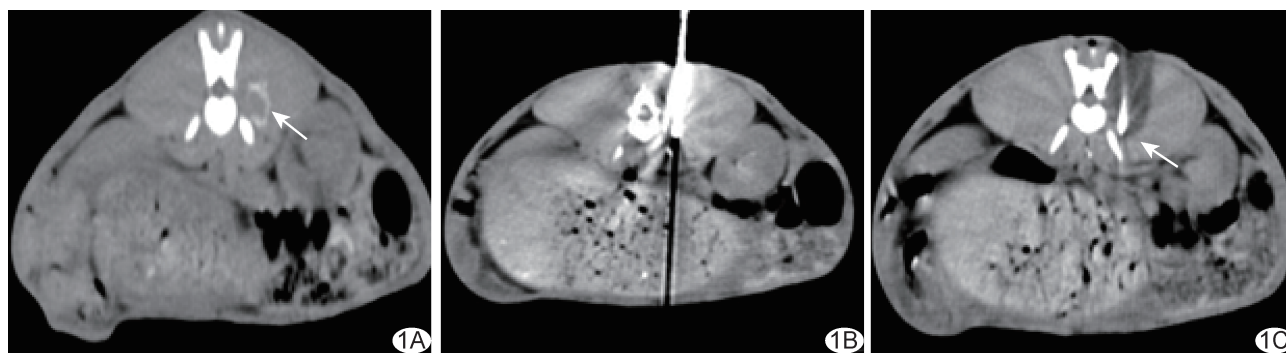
CA治疗兔VX2椎旁肿瘤 A.轴位平扫CT图示椎旁右侧肿瘤(箭);B.将CA针刺入靶区;C.完成消融后复查轴位平扫CT图示冰球完全覆盖病灶(箭),与硬膜囊相邻而未覆盖
